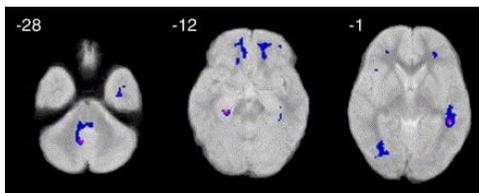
Imagen de RM voxel, en ella se muestra el déficit (azul) de sustancia blanca de forma bilateral en la zona frontal, temporal y parietal del cerebro. La figura se encuentra a la inversa, el lado izquierdo de la imagen, representa el hemisferio derecho del cerebro.
